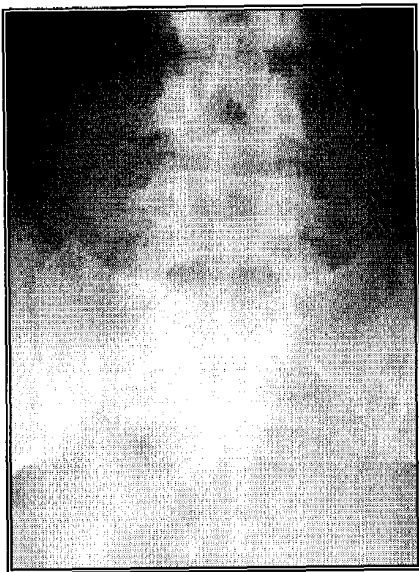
Рентгенограма з розщепленням задніх дуг крижових хребців (spina bifida posterior)
